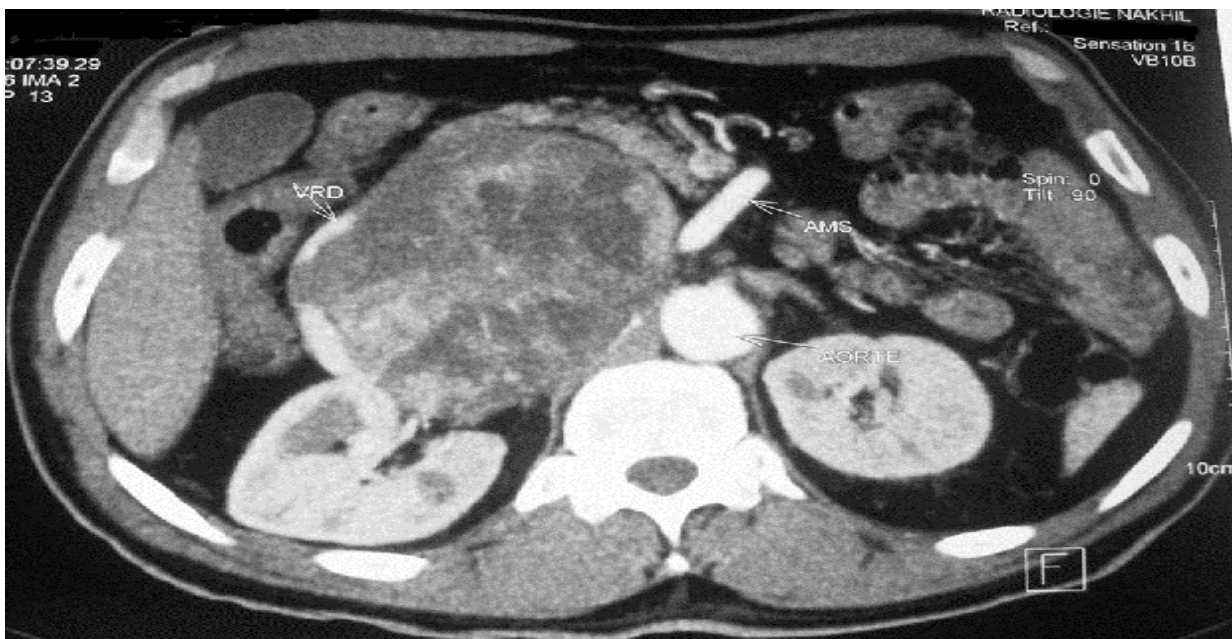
Aspect TDM d'une tumeur surrenalienne (TS) droite de 16 cm de grand axe (coupe axiale)
